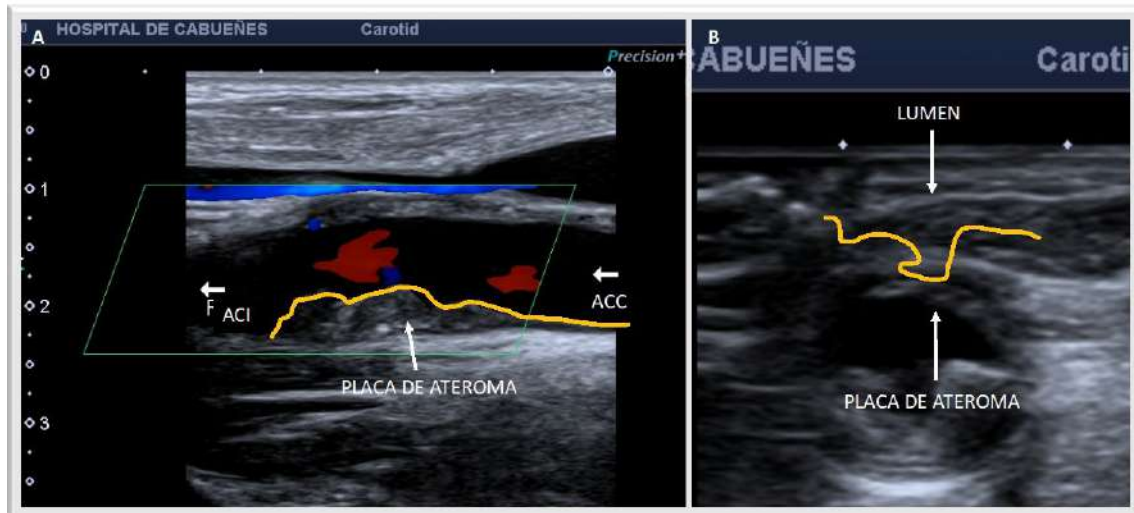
A. Imagen longitudinal de carótida mediante Eco-Doppler en modo B. Se observa placa a nivel de la carótida común distal, bulbo e interna proximal. B. Imagen transversa de carótida común donde se observa estenosis de ésta debido a la presencia de placa de ateroma.
